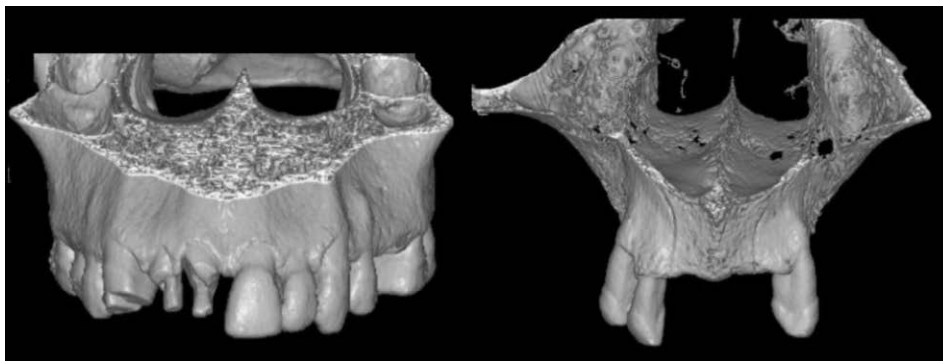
Diverso volume dell'osso alveolare in relazione alla presenza o assenza degli elementi dentali. TC *cone beam* di reperto del Museo di Antropologia dell'Università di Firenze.
